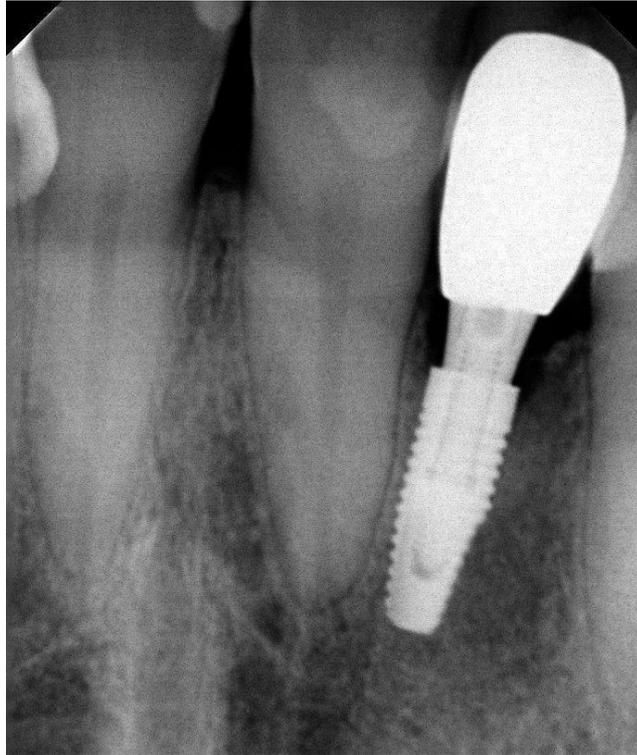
Radiografia periapical após 6 meses
